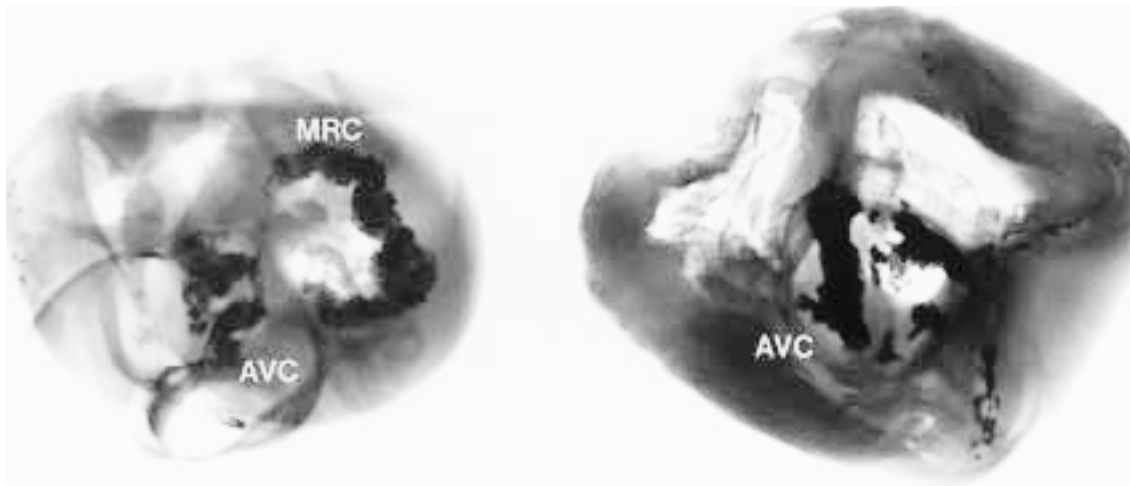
Calcification on soft X-ray image of calcified aortic stenosis
